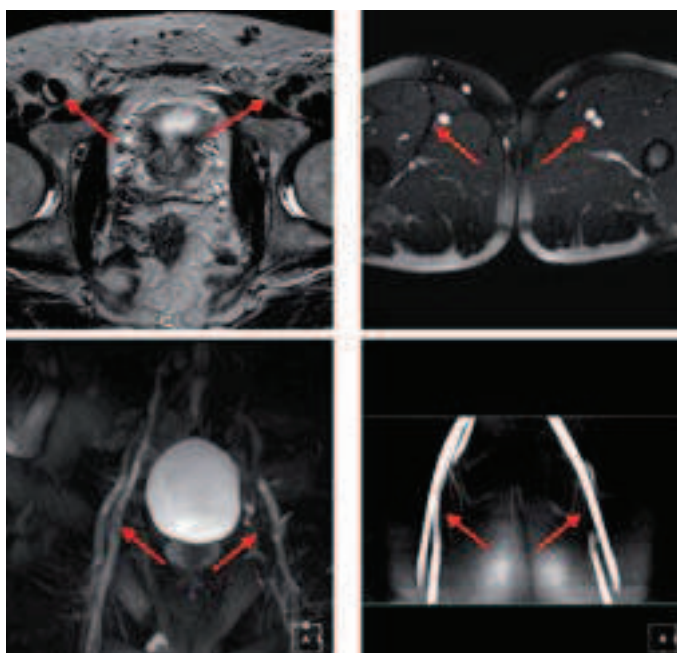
Результаты МРТ у пациентов с венозным тромбозом
